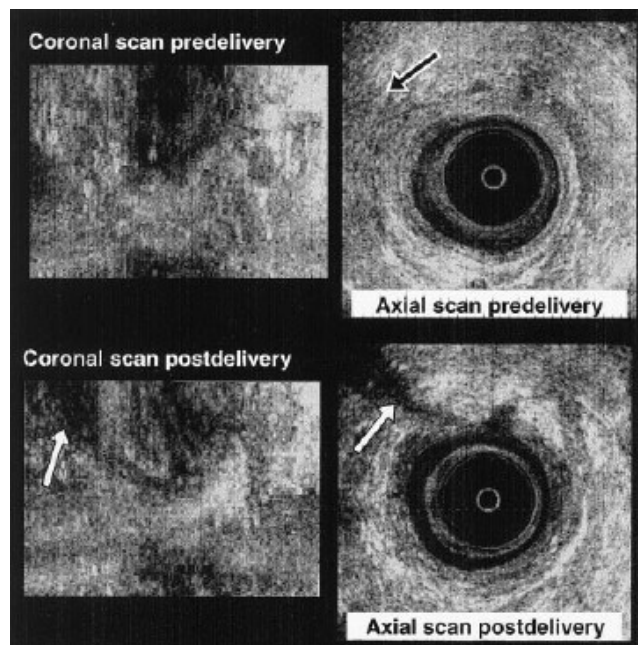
Endoanale Sonographie 1
